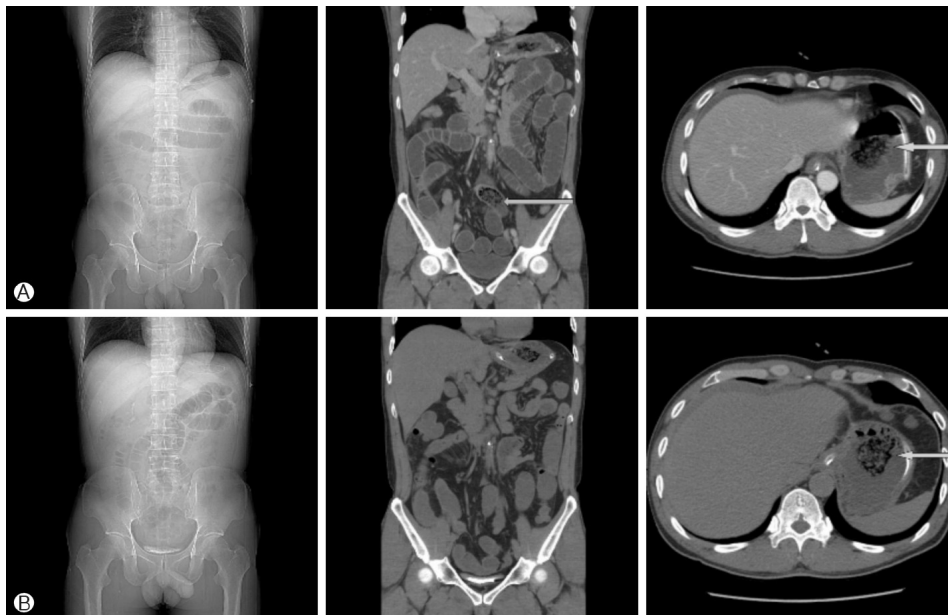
(A) Abdomen computed tomography (CT) shows bezoar (arrow indicate gastric bezoar) with small bowel (distal ileum) obstruction due to fragmented bezoar. (B) 3 hrs later follow up CT shows improving process of small bowel obstruction with bezoar (arrow indicate gastric bezoar).
